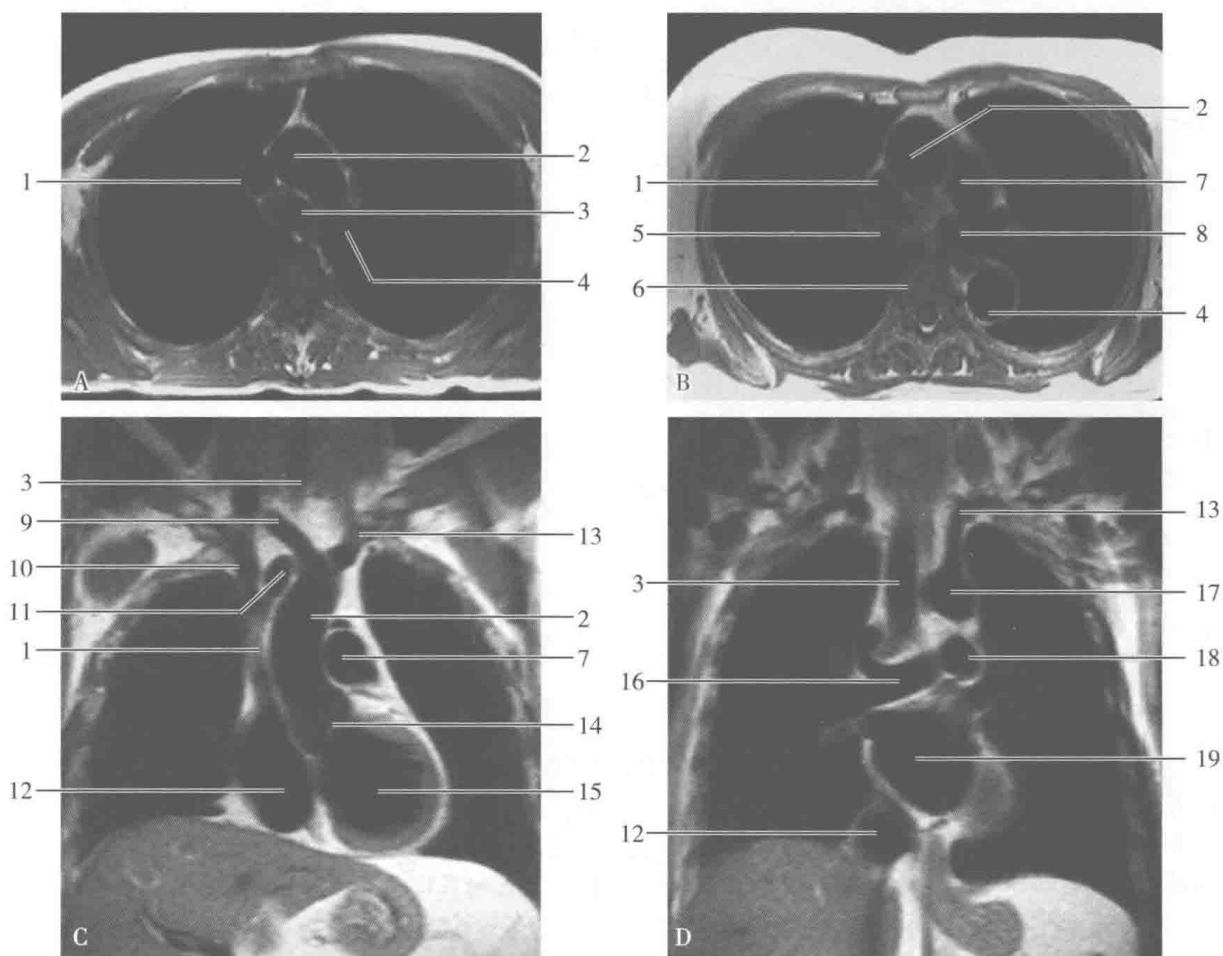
胸部正常 MRI 横断面、冠状面 T_1WI
